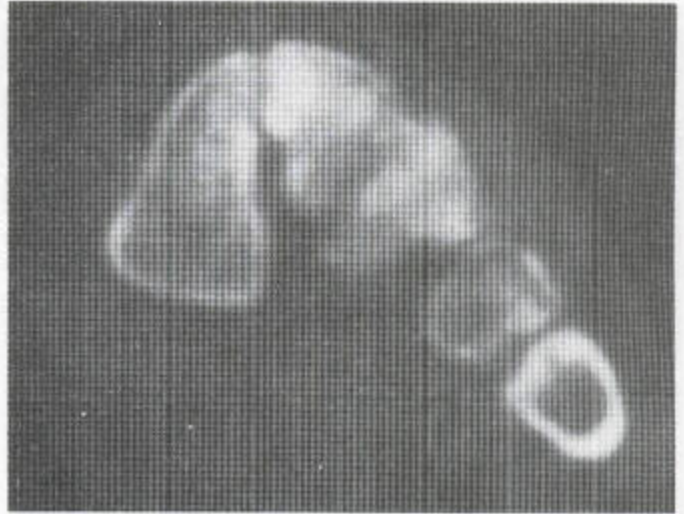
CT 扫描中所显示的足部的类风湿性关节炎。正如所预料的那样，CT 扫描中可清楚地看到皮质的改变。
